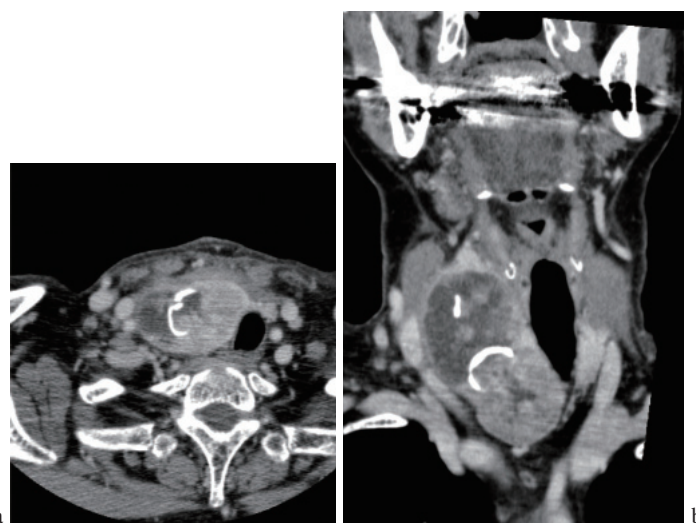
CT所見. a: 水平断. b: 冠状断. 腫瘍内部に、もともと存在していた分化癌の被膜状石灰化の名残がリング状石灰化として確認でき、分化癌が未分化転化し被膜状石灰化を超えて周囲へ浸潤していったと考えられる。CTでは甲状腺外への浸潤を確認するのに有用である。
